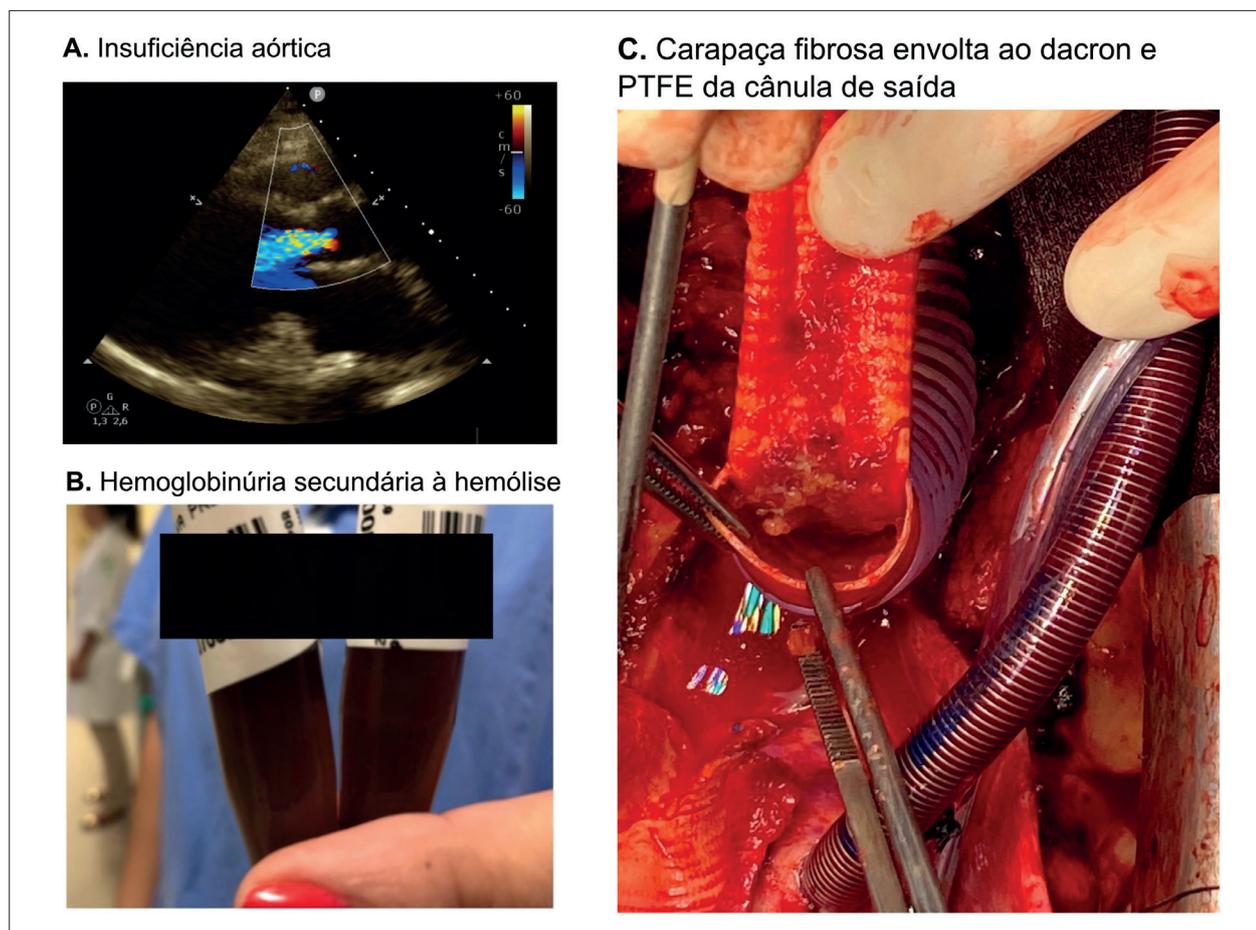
Complicações em paciente com uso de dispositivo de assistência ventricular. (A) Insuficiência aórtica moderada a grave no ecocardiograma com Doppler. (B) Hemoglobinúria secundária a hemólise ocasionada por trombose na bomba. (C) Carapaça fibrosa envolta ao Dacron e ao politetrafluoretileno (PTFE) promovendo compressão extrínseca na cânula de saída.
